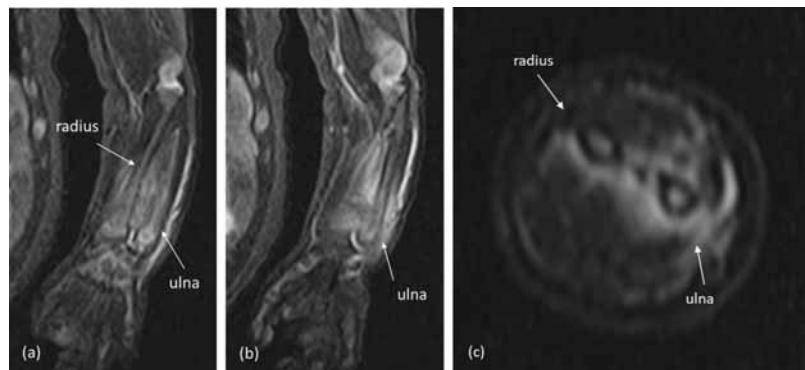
左前腕MRI T2脂肪抑制（入院3日目）
